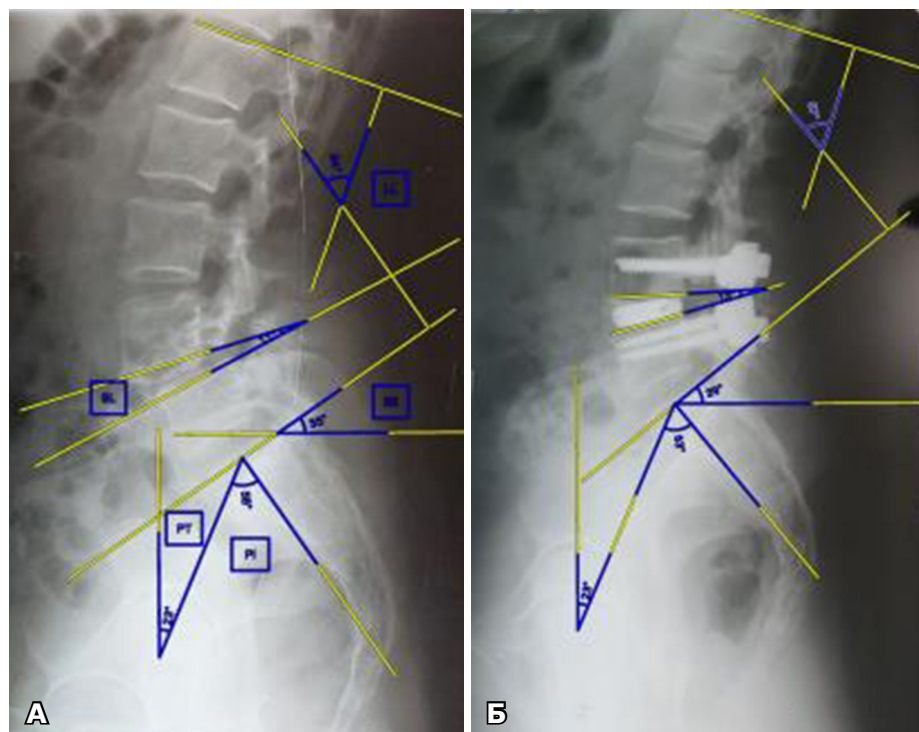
Рентгенологічний контроль до та після операції за методикою малоінвазивної задньої міжтелової стабілізації хребців із використанням титанових дистракційних кейджів
